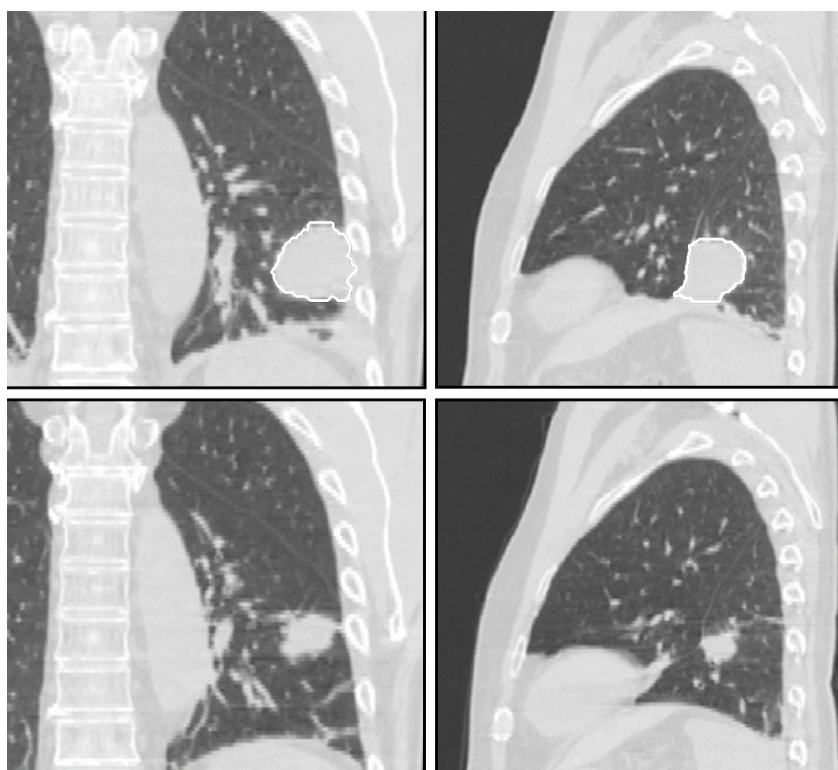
КТ-изображения с задержкой дыхания на первой (верхние изображения) и последней (нижние изображения) неделе [4]
